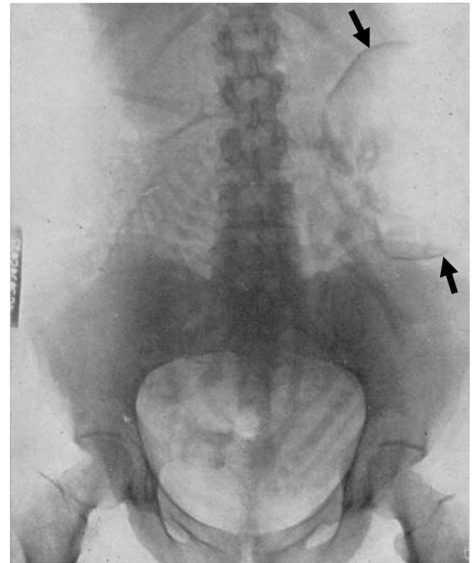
Radiografia obstétrica em 1924 (Benson & Doubilet, 2014)
